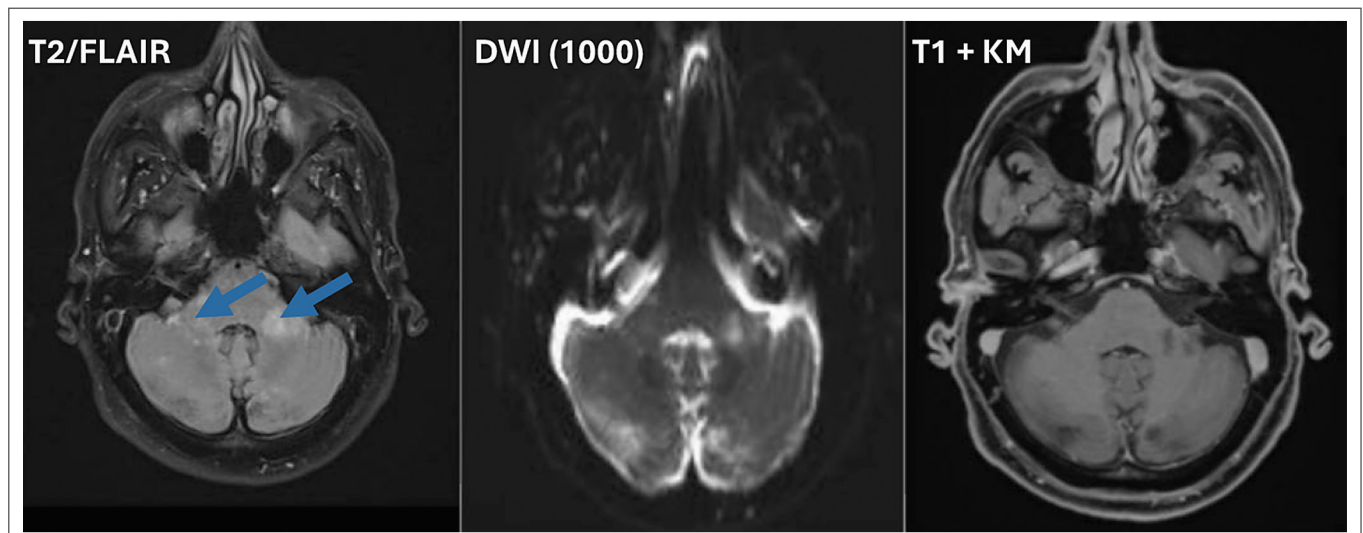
Patient B: cMRT von Dezember 2022 (FLAIR-Sequenz, DWI-Sequenz, T1-Sequenz mit KM): Befundbesserung mit Rückgang der Schwellung (blaue Pfeile), keine KM-Aufnahme mehr
